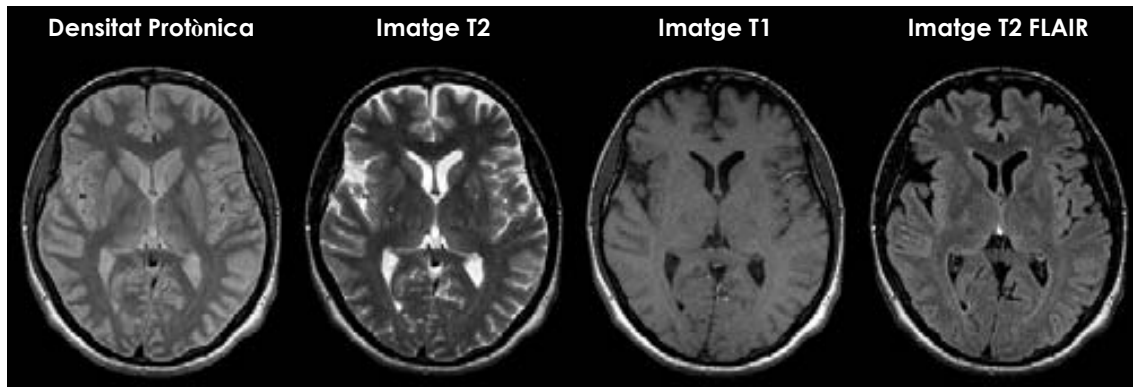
Diferents tipus de contrastos que donen els diferents tipus d'imatge: densitat protònica, imatges amb contrast T2, imatges amb contrast T1, i imatges amb contrast T2 on s'ha aplicat una seqüència FLAIR.
